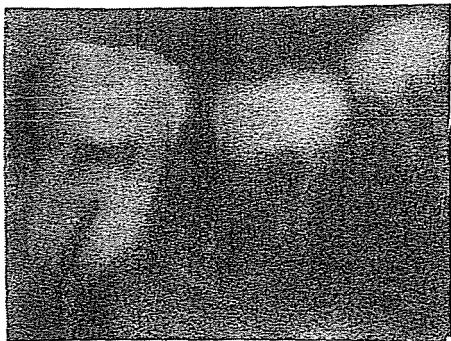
Control postoperatorio inmediato con radiografía periapical. Se observa alvéolo receptor sin cortical alveolar. Apicalmente gran espacio radiolúcido entre el elemento trasplantado y el alvéolo receptor.
